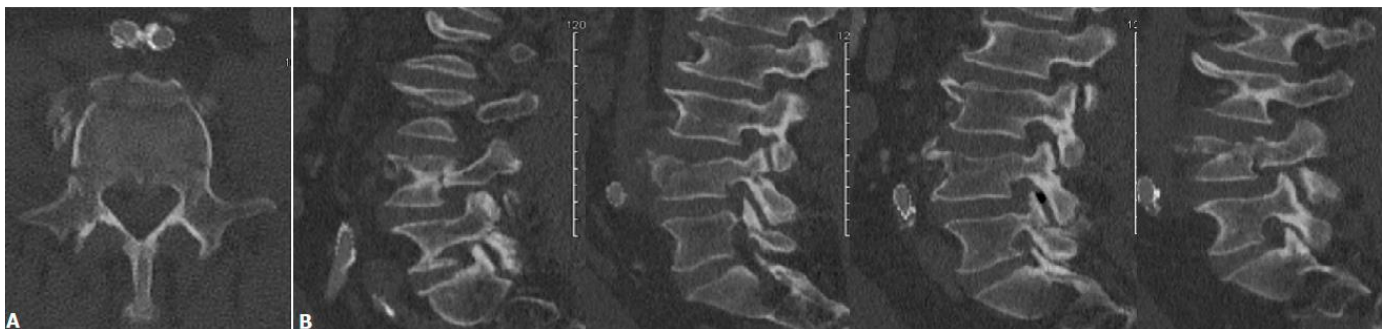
A) TDM pré-opératoire en coupe axiale, B) TDM pré-opératoire en coupe para-sagittale allant du pédicule gauche au pédicule droit
